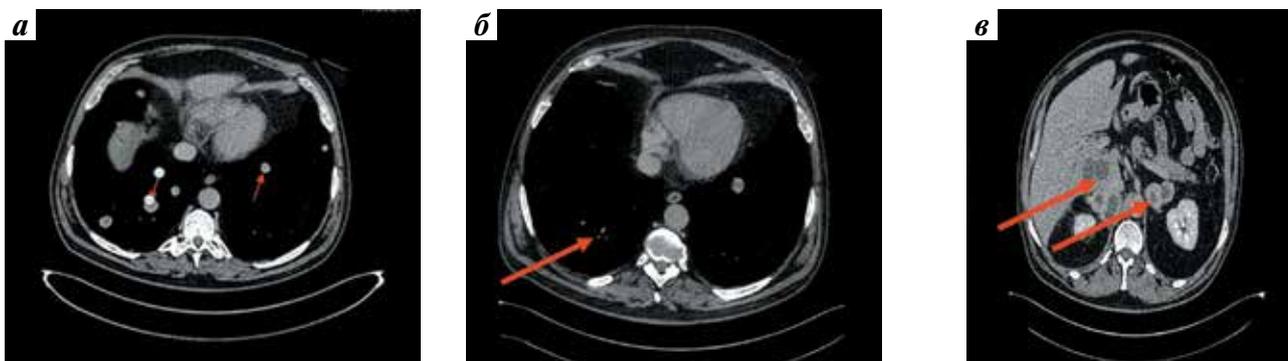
Компьютерная томография легких до лечения (а): отмечаются множественные метастазы в легких (стрелки); компьютерная томография легких после проведения 3 курсов лечения пазопанибом (б): полный ответ со стороны правого легкого и частичный ответ со стороны метастатических очагов левого легкого (стрелка); компьютерная томография органов брюшной полости после проведения 3 курсов лечения пазопанибом (в): отсутствие роста метастатических очагов (стрелки), изменение метаболизма опухоли в сторону кистообразования
